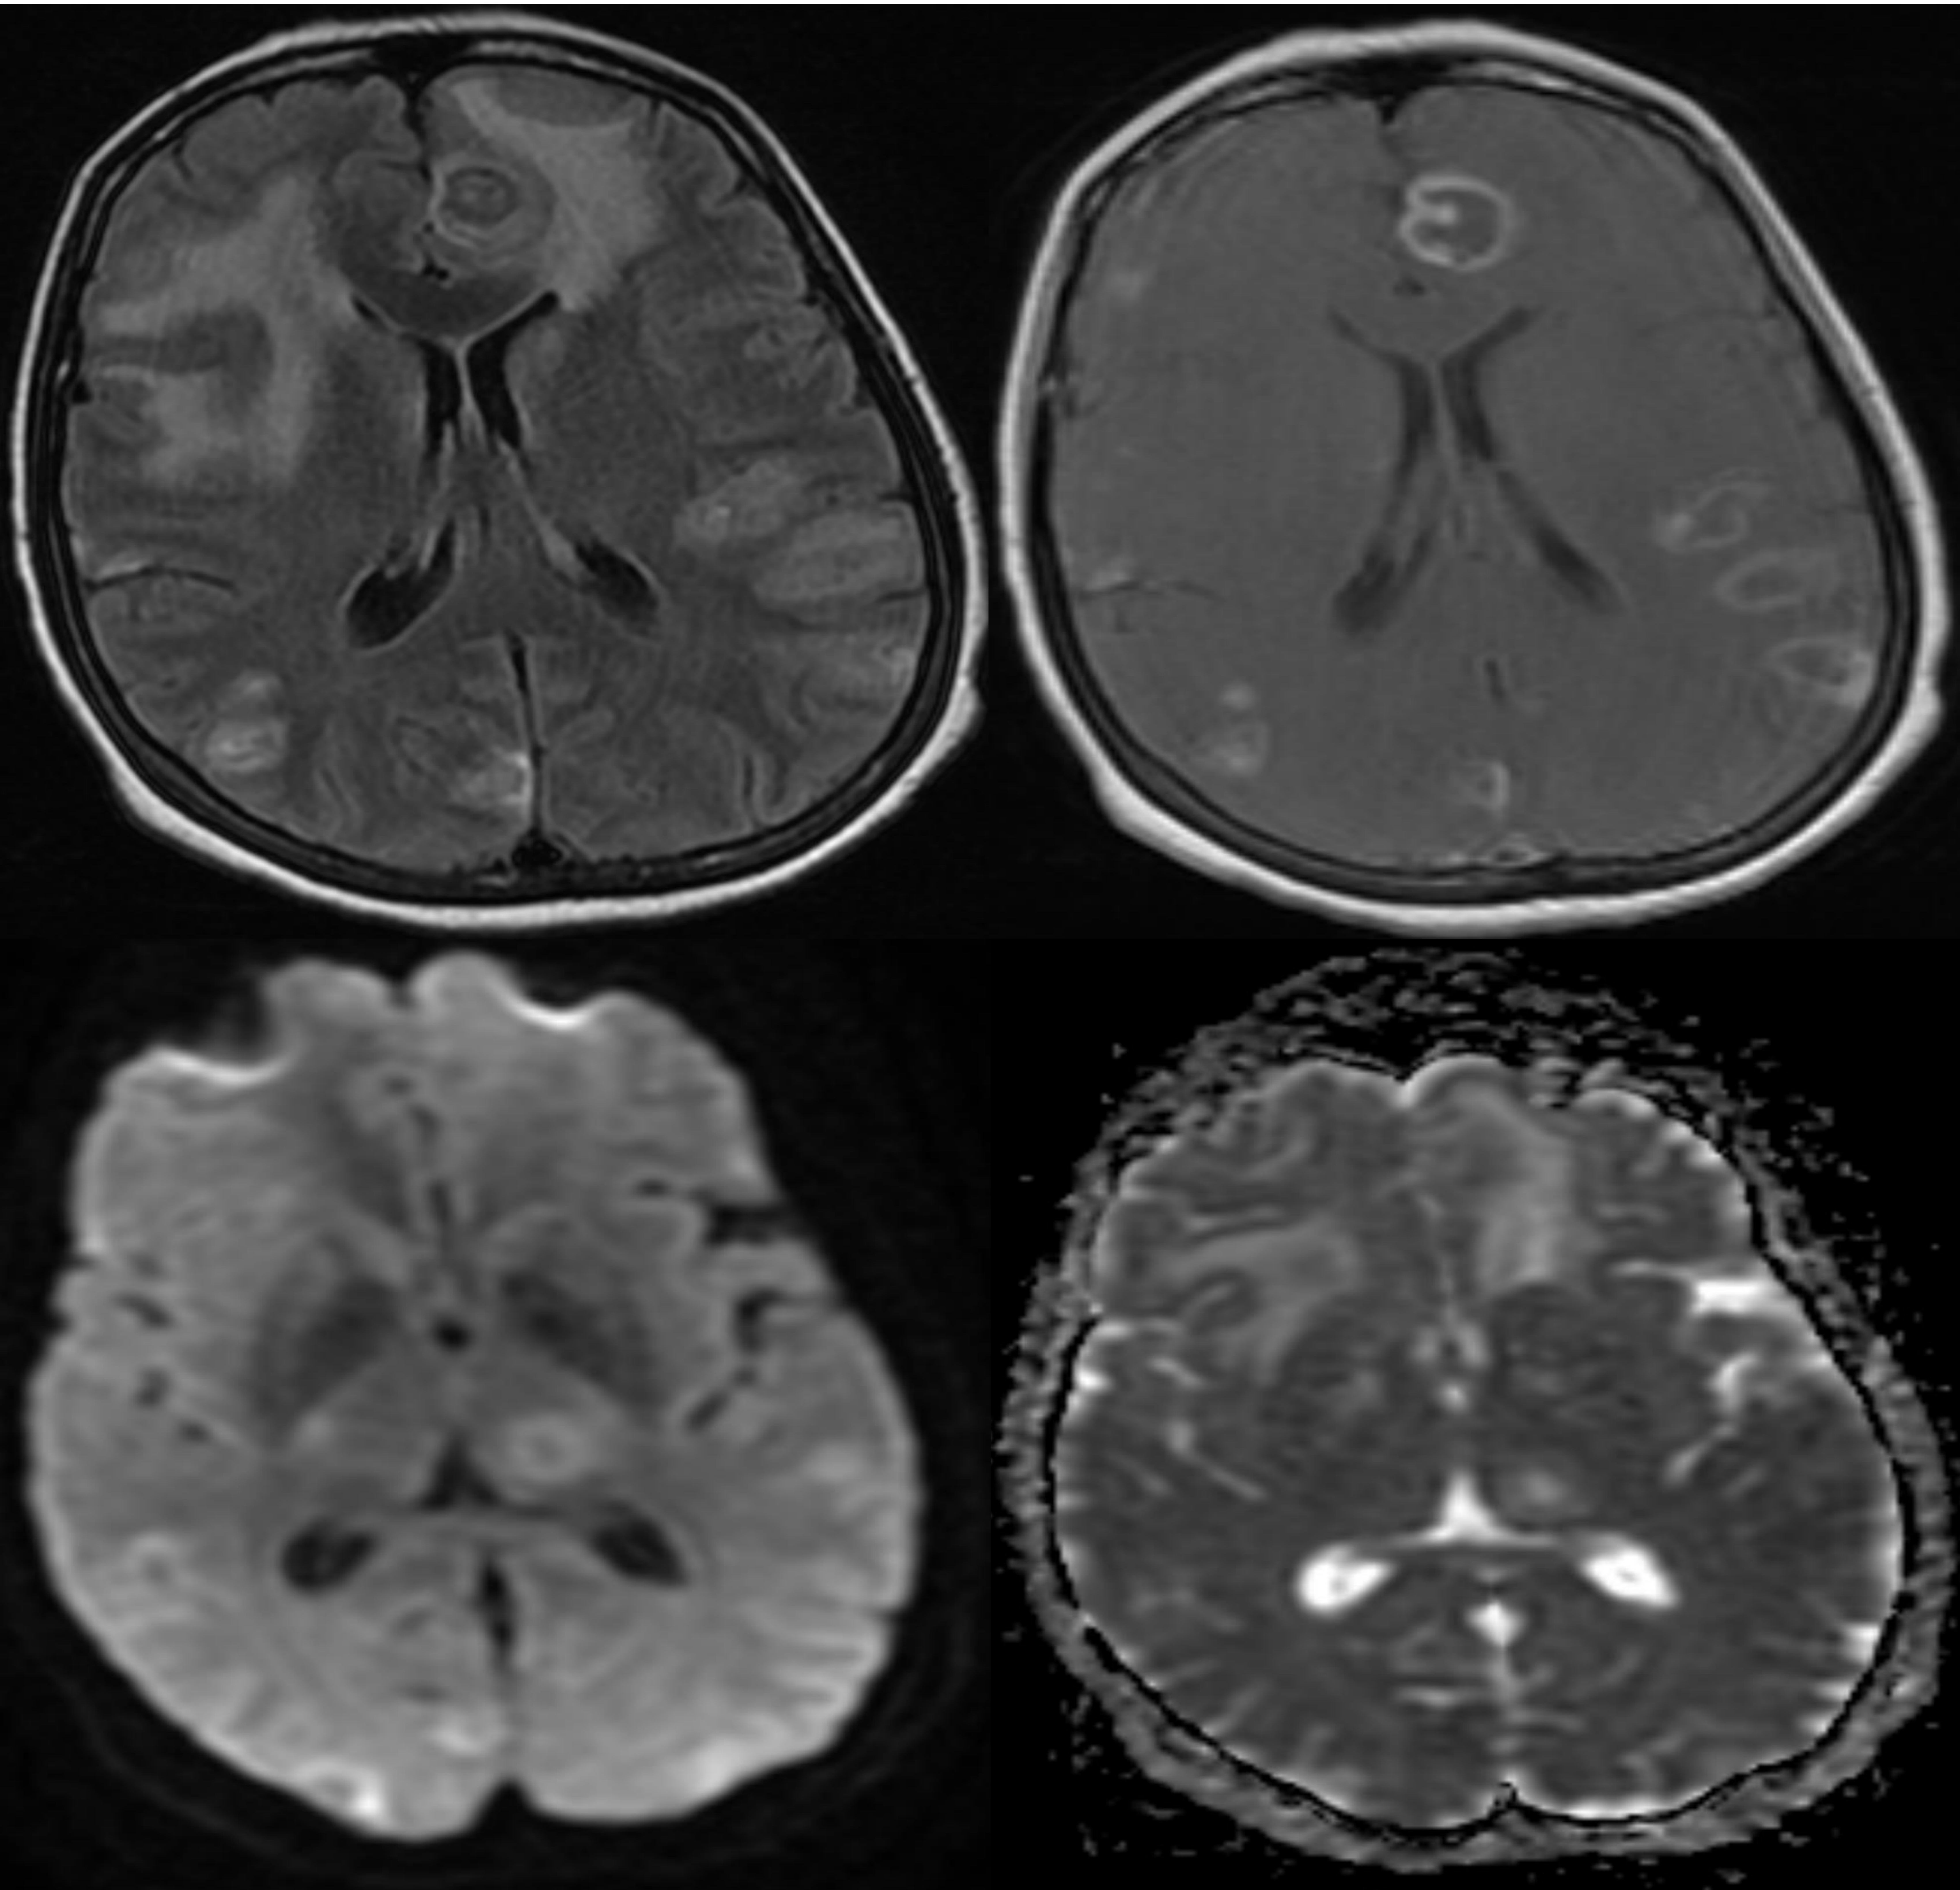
Secuencias FLAIR, T1 con contraste, difusión y ADC. Áreas de edema en la sustancia blanca frontal bilateral con múltiples lesiones ocupantes de espacio subyacentes que muestran realce en anillo, contenido interno hipointenso y signo de la diana excéntrica (frontal izquierda). En la secuencia de difusión se demuestra restricción a la difusión en la periferia de la lesión talámica izquierda.
